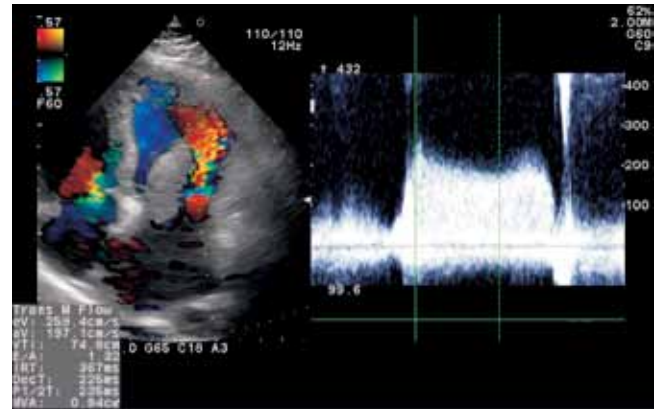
Ecocardiograma Doppler que muestra tumoración auricular izquierda que condiciona estenosis mitral severa, con gradiente medio de 16 mmHg y AVM 0.9 cm², sin insuficiencia.
